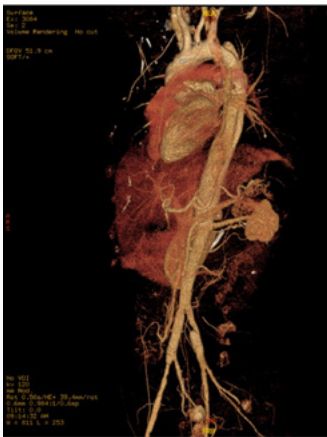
TC de aorta toraco-abdominal. Disección aórtica tipo B de Stanford.
